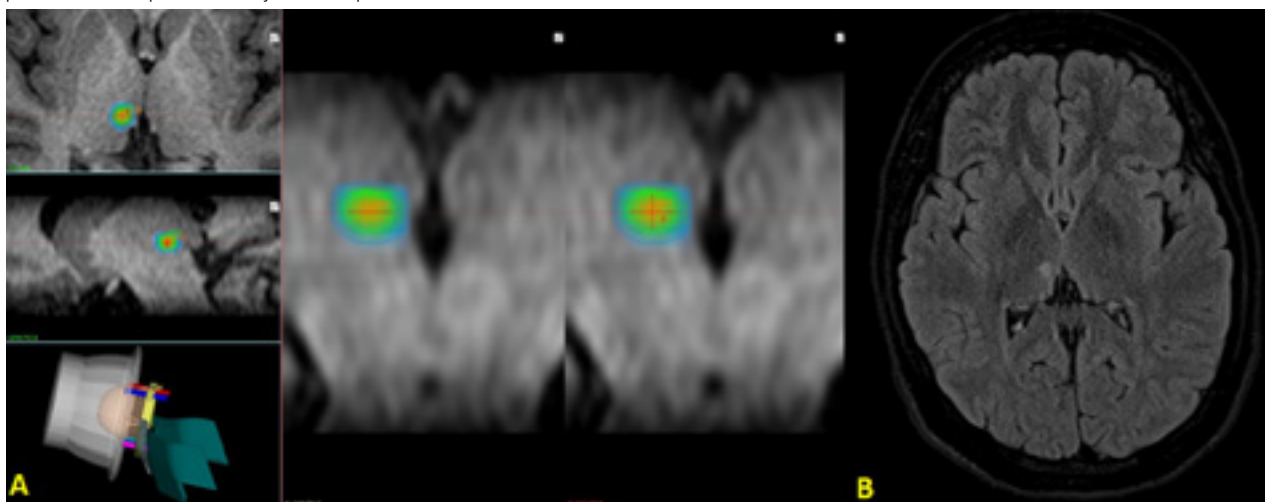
A) Muestra los diferentes cortes de imágenes en el plan en donde se realizó la talamotomía medial por dolor. B) Muestra el corte axial en FLAIR a 3 meses en donde se visualiza el efecto de la irradiación.
